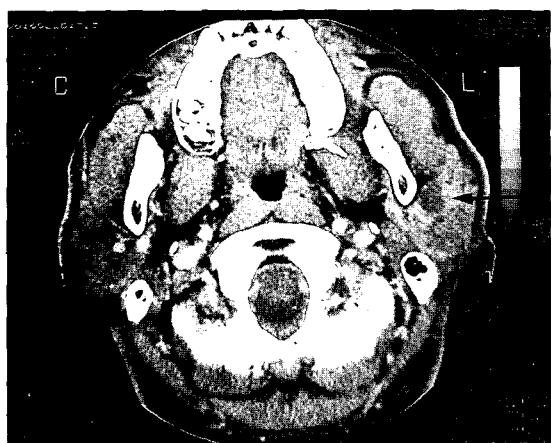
Axial CT showing a rim enhanced multicystic mass in left parotid gland.
